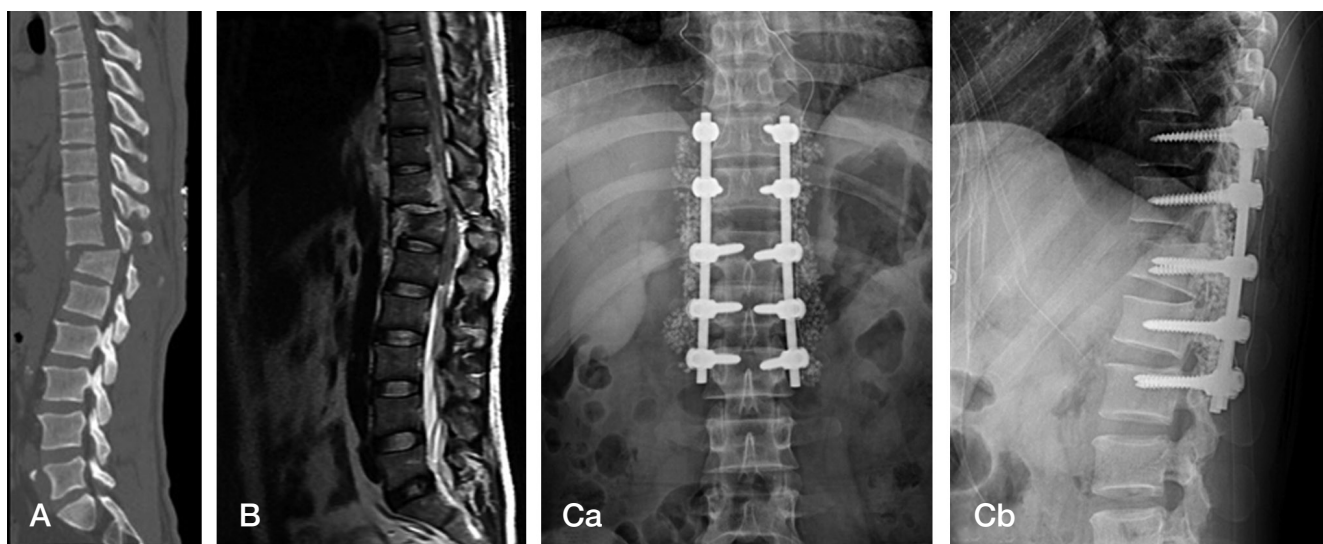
case 2; 45-year-old man with Fx. & D/L T12-L1 who become complete paraplegia following crushing injury. Steroid administration was done, and operation was done within 24 hours. Shows no nerologic recovery (ASIA impairment scale A to A). (A) CT: Fx. & D/L T12-L1 able fracture (B) MRI T2: SI change is absent (Ca,b) Open reduction & internal fixation, T10-11-L1-2.
